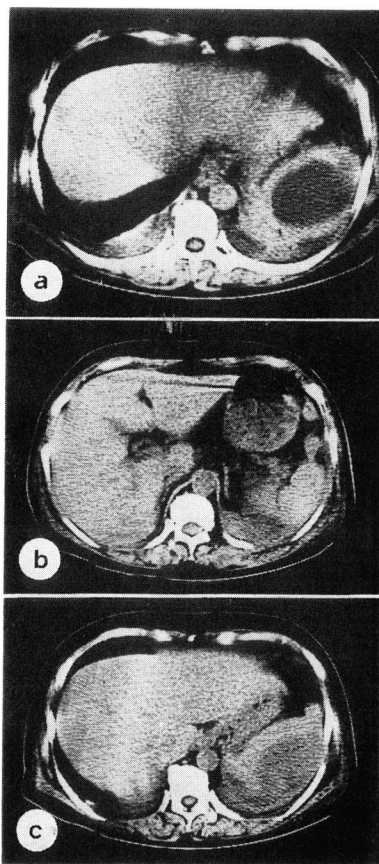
CT demonstrates cystic mass(a), extending to the the spleen (b), which was diagnosed as subphrenic abscess.
